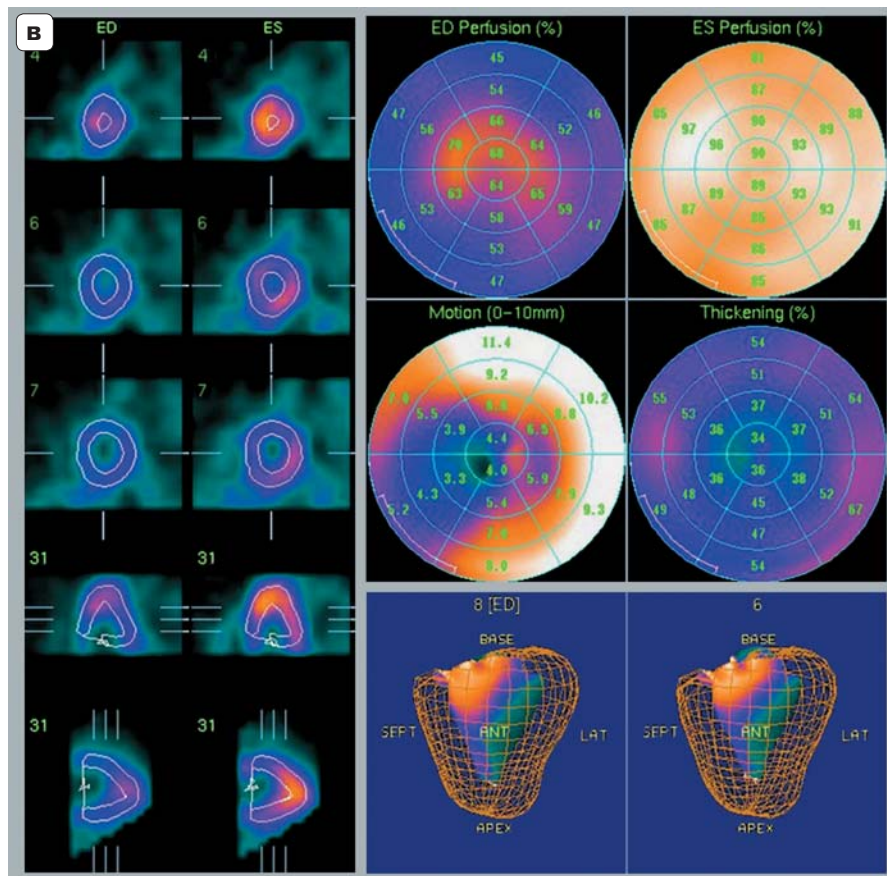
(окончание). б – результаты в виде полярных координат и 3D-изображения ЛЖ – перфузия миокарда сохранена с умеренным снижением в области верхушки; в – количественный анализ, отражающий изменения объема ЛЖ в различные фазы сердечного цикла – сокращение ЛЖ происходит в основном за счет средних и базальных отделов нижнебоковой стенки, с гипокинезом в средних и апикальных отделах нижнеперегородочной области.
